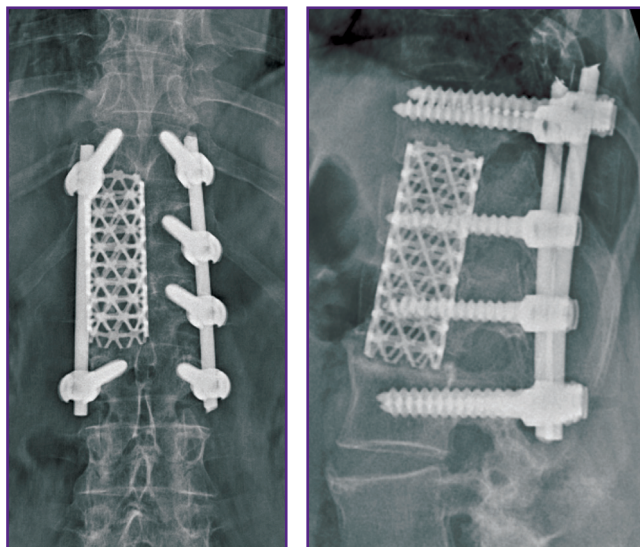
Рентгенограммы переходного груднопоясничного отдела позвоночника больной И. после выполнения второго этапа спондилосинтеза
